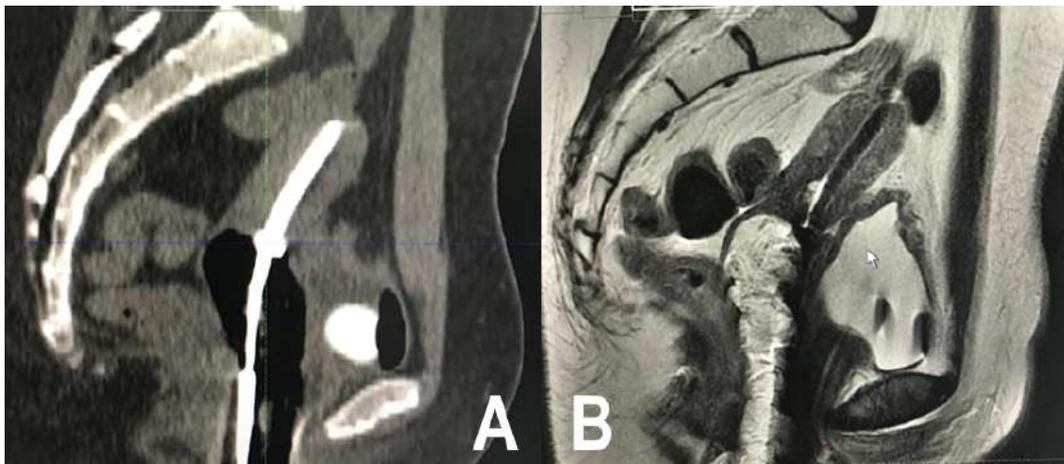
Paciente de 28 años con CCLA, etapa IIIC1. Imagen A: Tomografía computada, corte sagital. Se visualiza tándem central del dispositivo FSD junto a los dos ovoides en vagina, posterior a la inserción del dispositivo FSD que verifica el correcto posicionamiento. Imagen B: RM T2w, corte sagital, tándem central intrauterino se visualiza con una hipointensidad central y bordes con intensidad intermedia.
